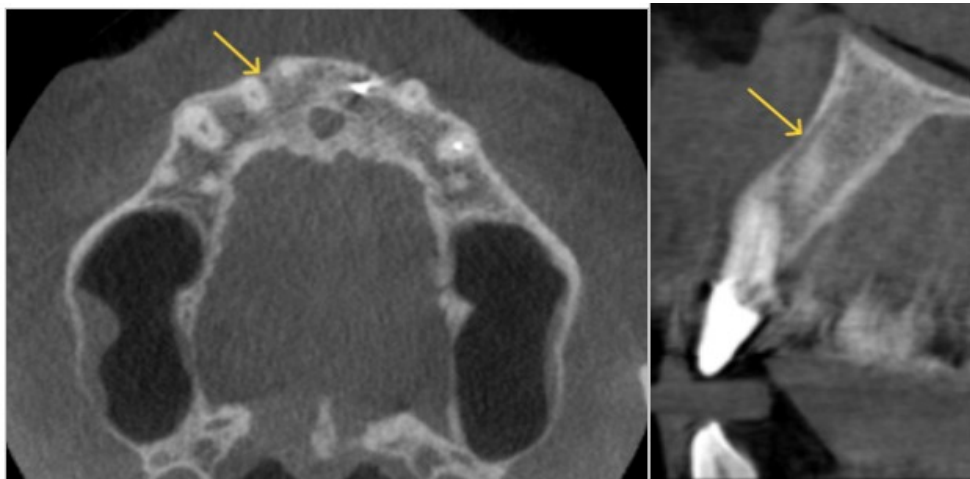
Coupes de cone beam dans les plans horizontal et sagittal illustrant un canalis sinusus droit (images issues du service d'odontologie du CHU de Lille).
